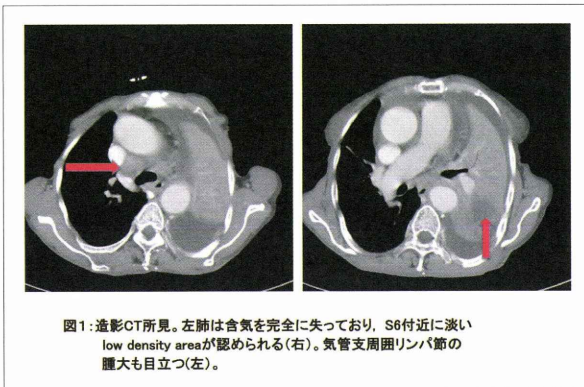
造影CT所見。左肺は含気を完全に失っており、S6付近に淡い low density area が認められる(右)。気管支周囲リンパ節の腫大も目立つ(左)。
